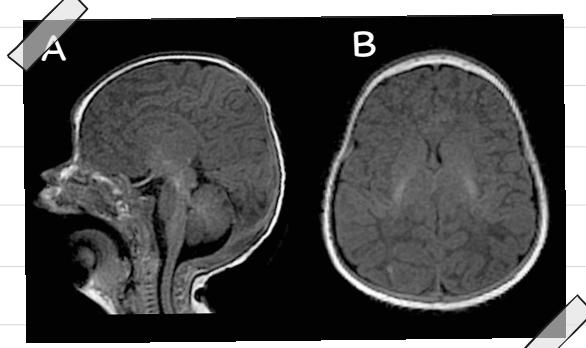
RM con secuencia potenciada en T1. A: corte sagital. B: corte axial.
